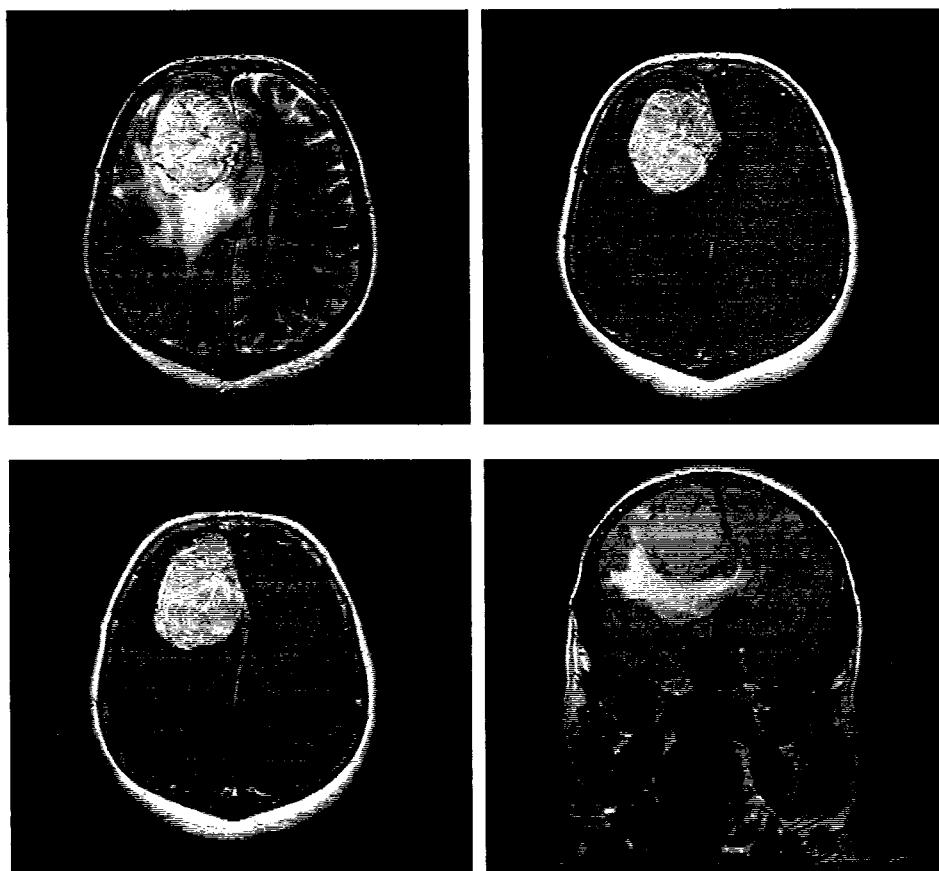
C.2a, 3.3.C.2b, 3.3.C.2c, 3.3.C.2d. Aspect IRM de meningiom frontal.
